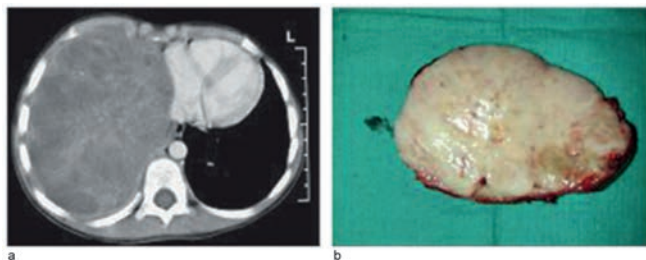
Type III PPB. (a) Axial chest CT image of large right hemithoracic mass. (b) Cut section of encapsulated solid PPB resected prior to chemotherapy. This child developed bifrontal cerebral metastases 12 months following chest PPB diagnosis. Chest disease did not recur. The child is alive 10 years from chest diagnosis
